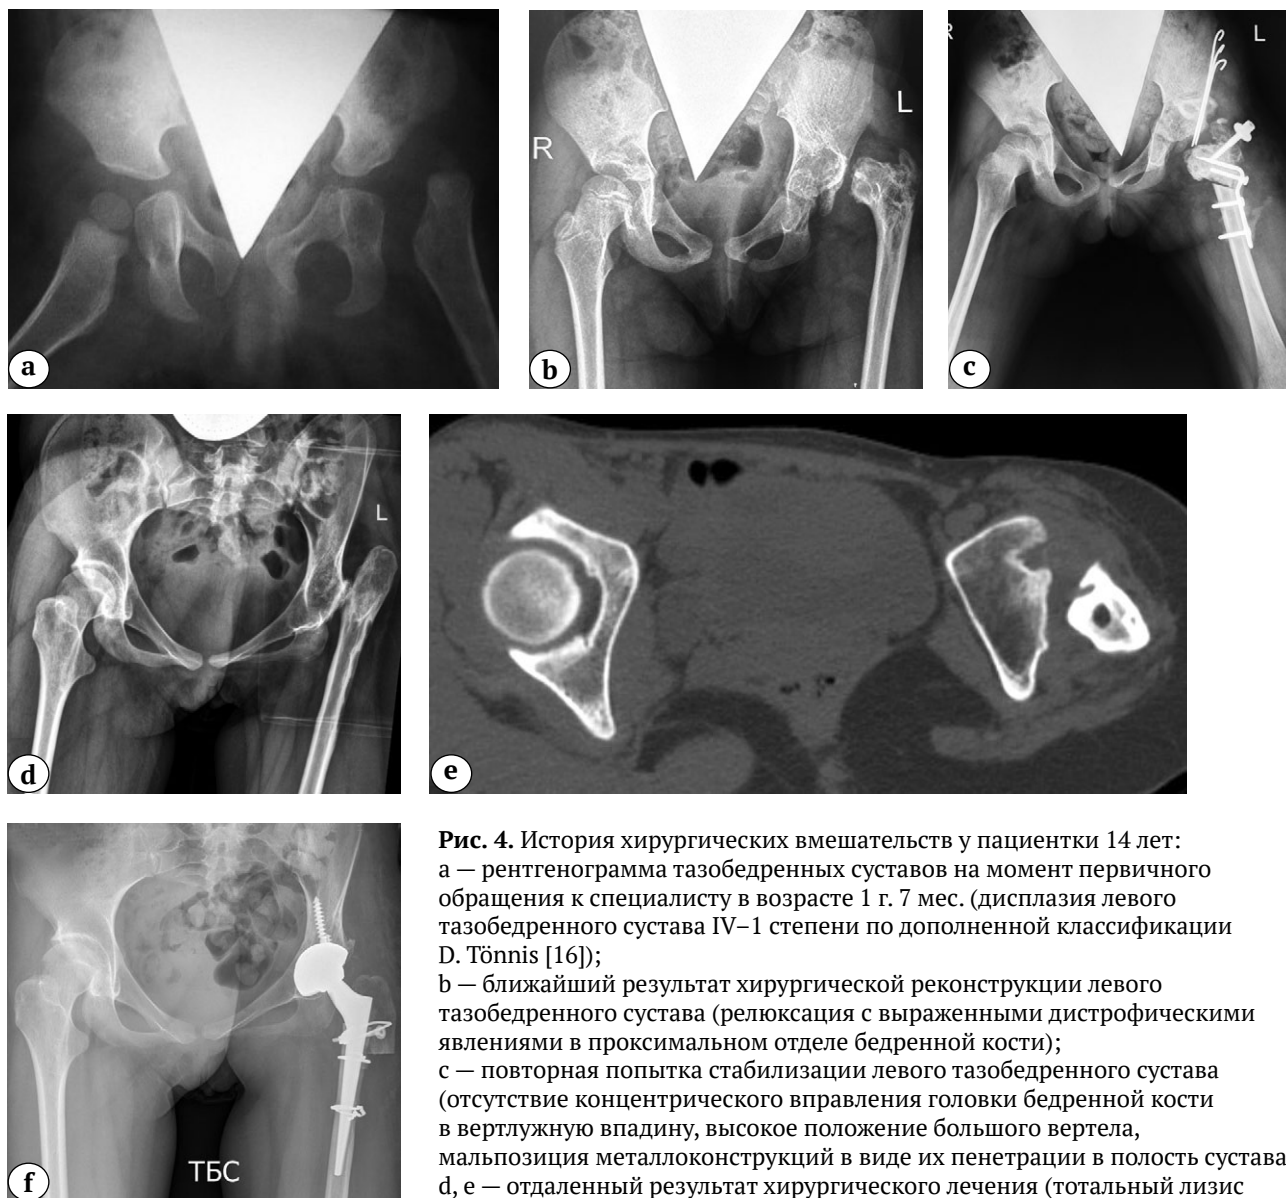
История хирургических вмешательств у пациентки 14 лет: а — рентгенограмма тазобедренных суставов на момент первичного обращения к специалисту в возрасте 1 г. 7 мес. (дисплазия левого тазобедренного сустава IV–1 степени по дополненной классификации D. Tönnis [16]); б — ближайший результат хирургической реконструкции левого тазобедренного сустава (релуксация с выраженными дистрофическими явлениями в проксимальном отделе бедренной кости); в — повторная попытка стабилизации левого тазобедренного сустава (отсутствие концентрического вправления головки бедренной кости в вертлужную впадину, высокое положение большого вертела, мальпозиция металлоконструкций в виде их пенетрации в полость сустава); д, е — отдаленный результат хирургического лечения (тотальный лизис проксимального отдела бедренной кости, вертлужная впадина
